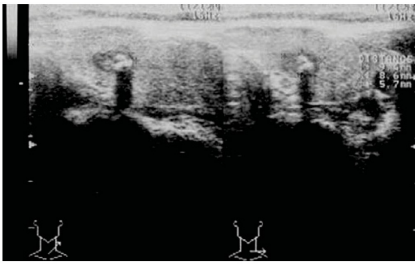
Thyroid ultrasonography shows one small, ill-defined hyperechoic, calcified nodule without capsule nodule but acoustic shadow, measuring $9.4 \times 8.6 \times 5.7$ mm in size, within the left lobe.
